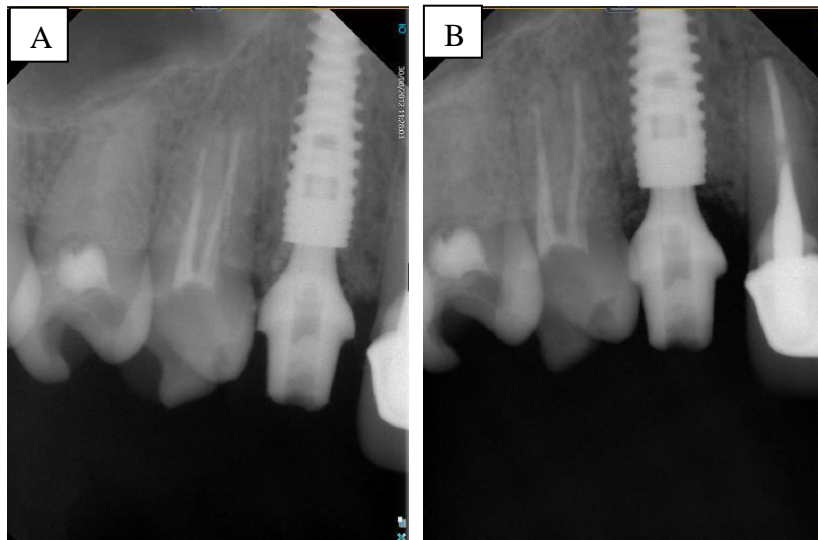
Grupo I. A. Radiografia em T1. B. Radiografia em T2.
